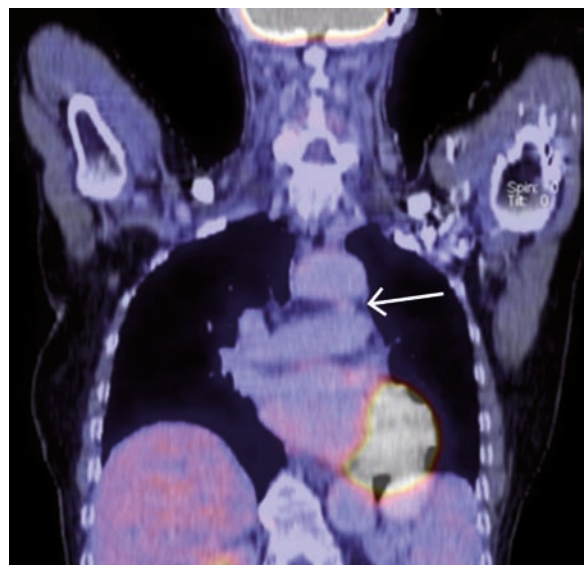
PET que muestra ausencia de actividad inflamatoria en el DAP, la arteria pulmonar y en la aorta descendente.
